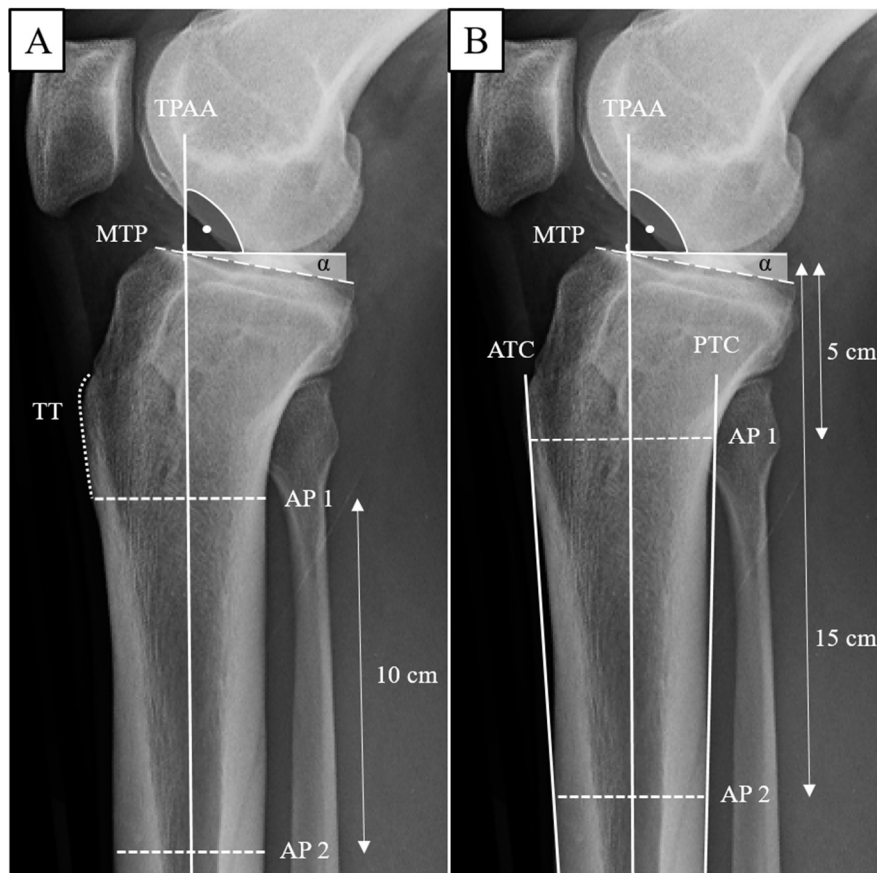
Röntgen-basierte Messmethoden. A: Methode nach Dejour und Bonnin (90). Die erste Verbindungsgerade (AP 1) zwischen der anterioren und posterioren Kortikalis wurde knapp unterhalb der Tuberositas tibiae (TT) eingezeichnet, die zweite (AP 2) im Abstand von 10 cm distal. Auf die, durch deren Mittelpunkte verlaufende tibiale proximale anatomische Achse (TPAA), wurde eine Orthogonale gelegt. Der vom medialen Tibiaplateau (MTP) eingeschlossene Winkel α wurde als der TS definiert. B: Bei der Methode nach Utzschneider et al. (99) wurde eine anteriore (ATC) und posteriore (PTC) tibiale Achse definiert. Diese verliefen 5 cm und 15 cm vom Tibiaplateau entfernt an der Grenze der entsprechenden Kortikalis. Die nachfolgende Vorgehensweise entsprach A.
